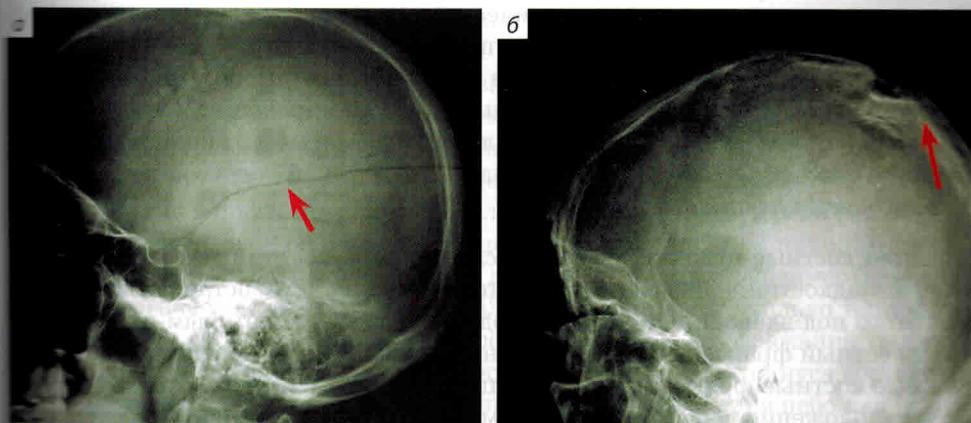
Рентгенограммы переломов свода черепа: а – линейный перелом чешуи височной кости (указан стрелкой); б – вдавленный перелом теменной кости (указан стрелкой)
